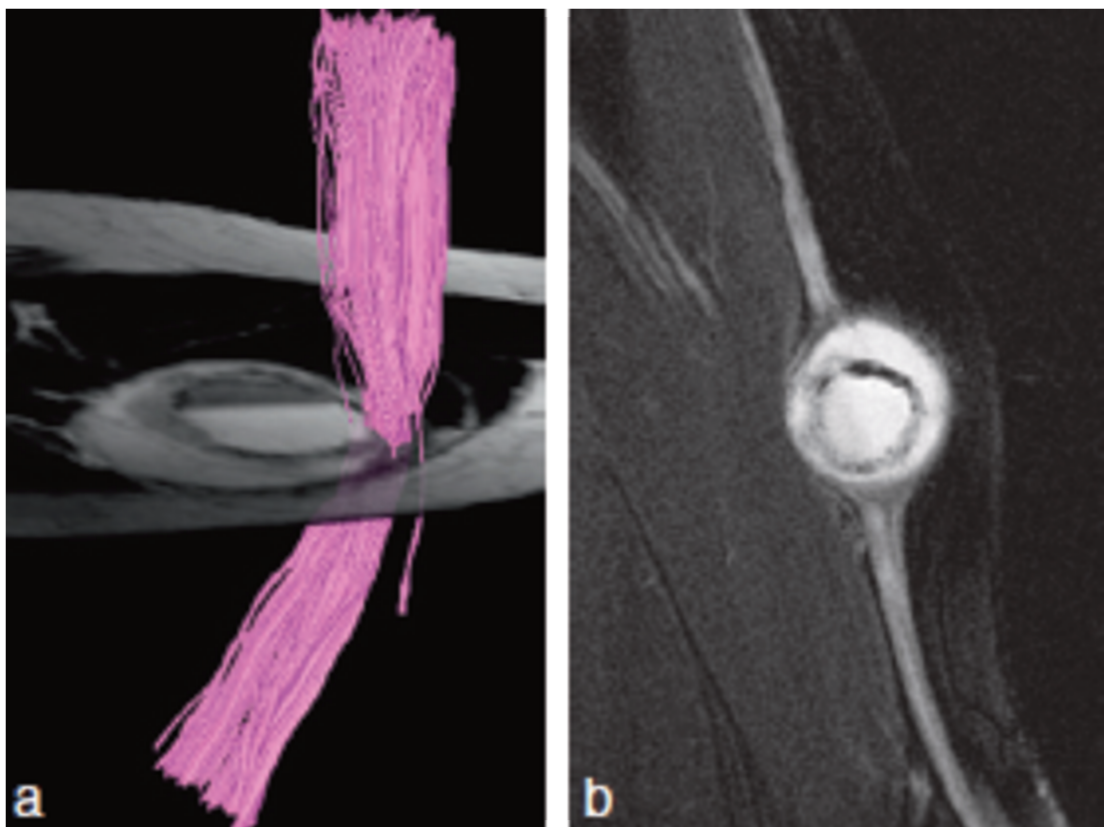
Tractographie (a) et IRM T2 (b)
